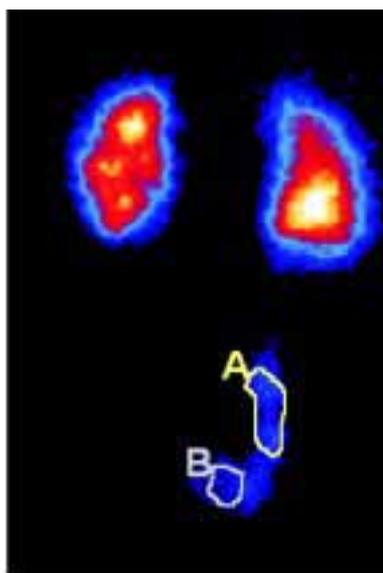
Результати визначення міхурово-сечовідного рефлюксу при динамічній реносцинтиграфії з ^{99m}Tc -MAG 3. Вибір «зон інтересу» і побудова графіків кінетики РФП через правий сечовід (А) та сечовий міхур (В)
